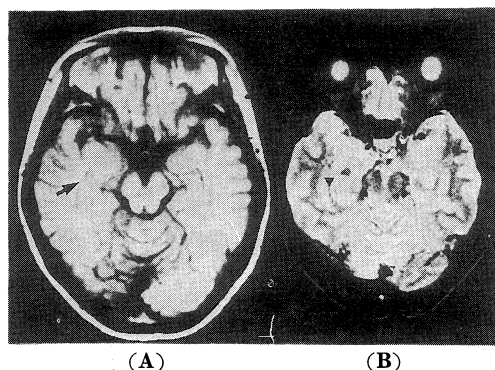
Axial T_1 weighted MRI image (SE 600/25, A) shows isointensity which is larger than the high density area seen on the CT scan (arrow), and T_2 weighted image (SE 2000/100, B) shows central hypointensity and peripheral hyperintensity with a clear margin (arrowhead).
